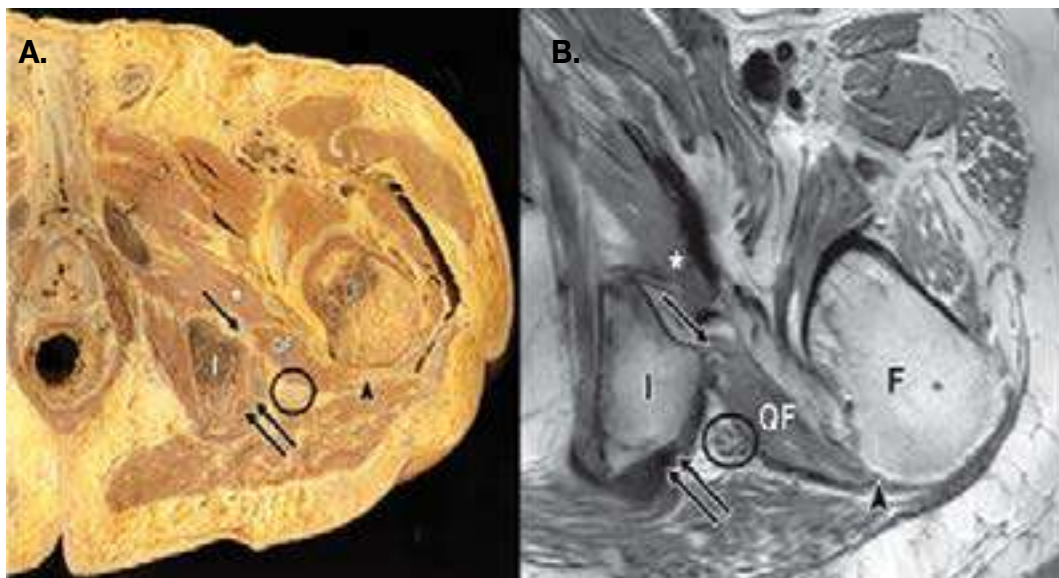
A) Corte de un cadáver masculino con anatomía normal del músculo cuadrado femoral (QF). Señalado con un asterisco se encuentra el músculo obturador externo. La letra I muestra la tuberosidad isquiática. La letra F el fémur. En el interior del círculo negro se encuentra el nervio ciático. Las 2 flechas negras los tendones isquiotibiales. La flecha negra representa el origen del QF. La punta de flecha su inserción. B) Corte axial de RM de cadera izquierda donde se visualiza una anatomía normal del QF señalando las mismas estructuras de la imagen A.
